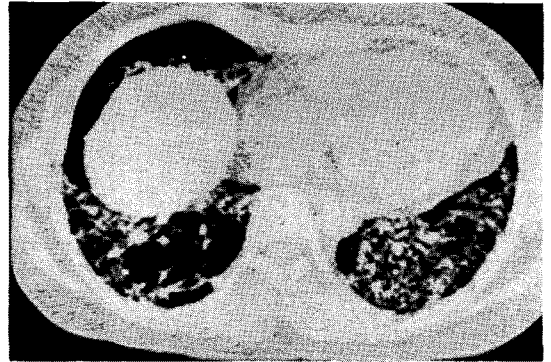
High resolution CT at liver dome level shows ground-glass opacity in bibasilar areas. Mild thickening of bronchovascular bundles is also associated.
